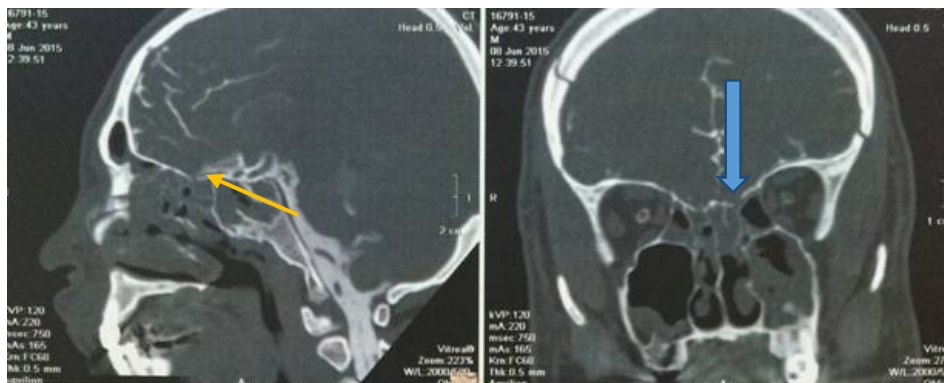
КТ-цистернография. Синей стрелкой указан дефект основания черепа, жёлтой стрелкой - затек контрастного вещества в носовую полость
